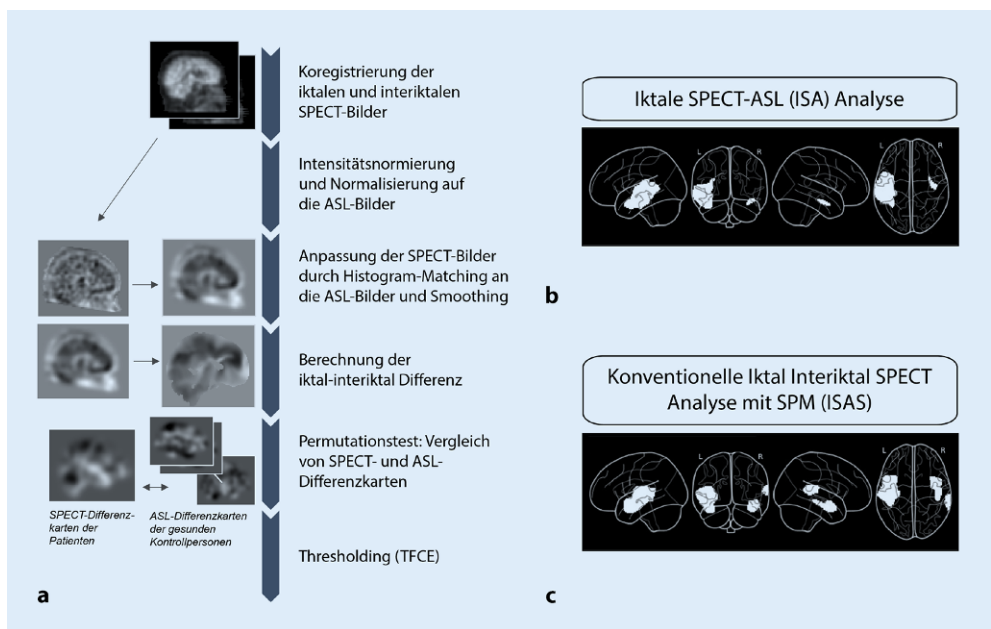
P 11 (a) Dargestellt sind die Schritte der iktalen SPECT-ASL-Analyse (ISA). Signifikante Bereiche iktaler Hyperperfusion, die durch ISA-Analyse (b) und die konventionelle ISAS-Methode (c) bei einem Patienten erkannt wurden, sind beispielhaft gezeigt. Der Patient wurde wegen einer FCD Typ 2a im linken Gyrus temporalis superior mit Engel-I-Outcome operiert
